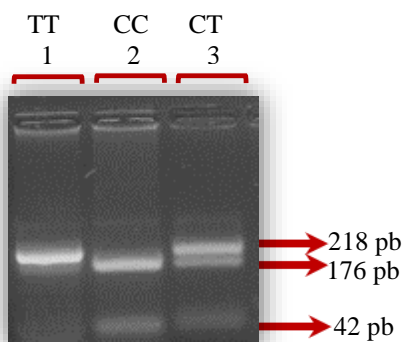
Eletroforese em gel de agarose a 3% (p/v) representativa dos produtos de digestão com a enzima de restrição *RsaI* para o SNP C1858T PTPN22. Corresponde a três amostras de doentes com DMT1, sendo a amostra 1 homocigótico mutado (TT), com fragmento de 218pb, a amostra 2 homocigótico *wild-type* (CC), com fragmento com 176 e 42pb e a amostra 3 heterocigótica (CT), com fragmento com 218, 176 e 42pb.
